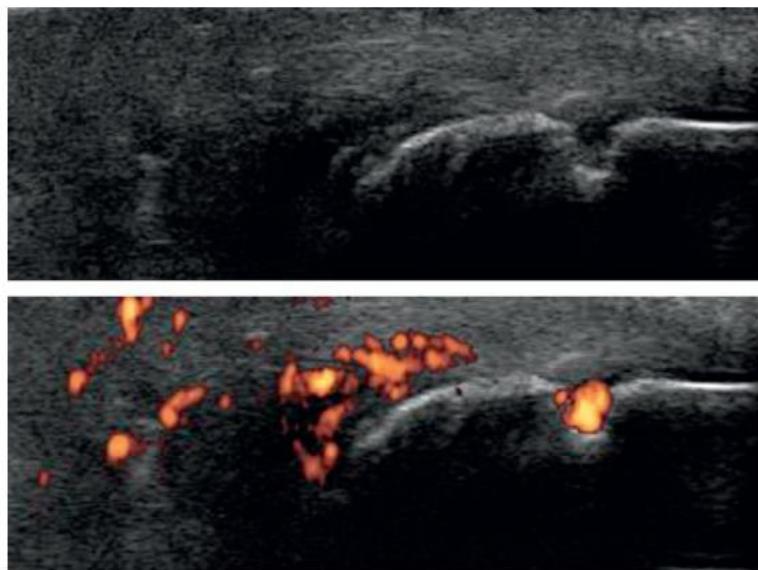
C Échographie du tendon calcanéen (d'Achille) : enthésite dans le cadre d'une spondyloarthrite.
